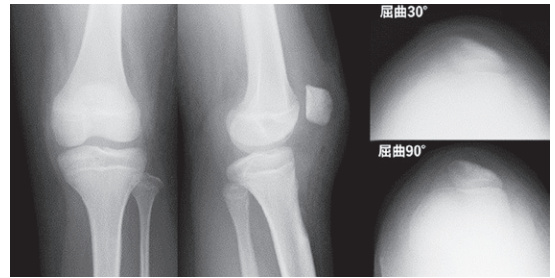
術後 単純X線画像(膝関節 正面, 側面, 軸写)
